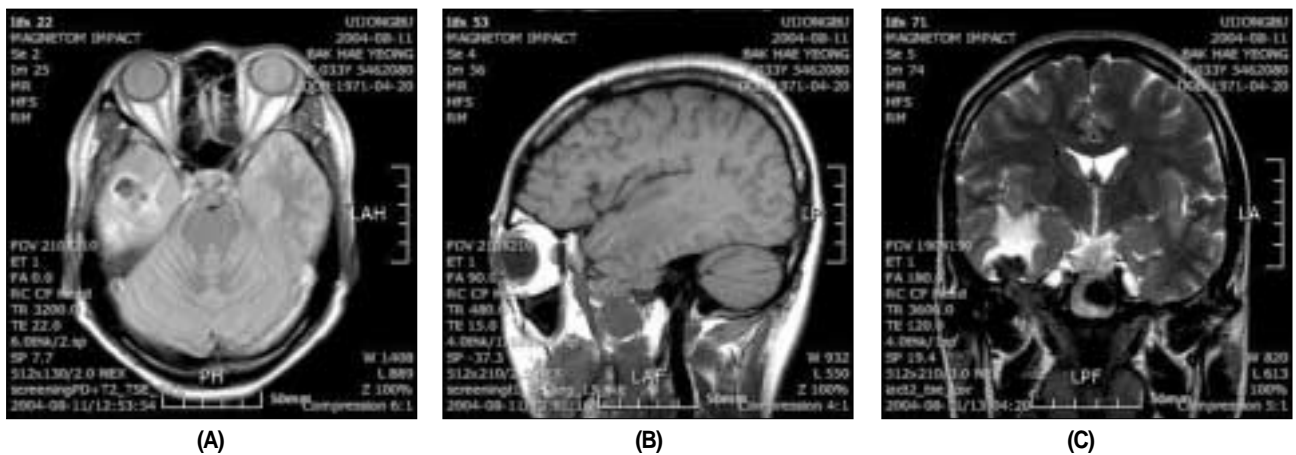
MRI image at the 11 months after second operation. There are enhanced irregular lobulated shaped mass at right temporal fossa and infratemporal fossa.
